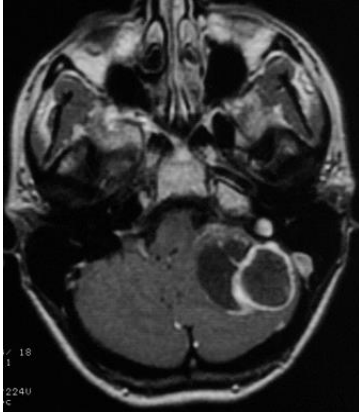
RM craneal con contraste de gadolinio mostrando una captación en anillo de un nódulo en el hemisferio cerebeloso izquierdo sobre un quiste, correspondiente a un hemangioblastoma.
